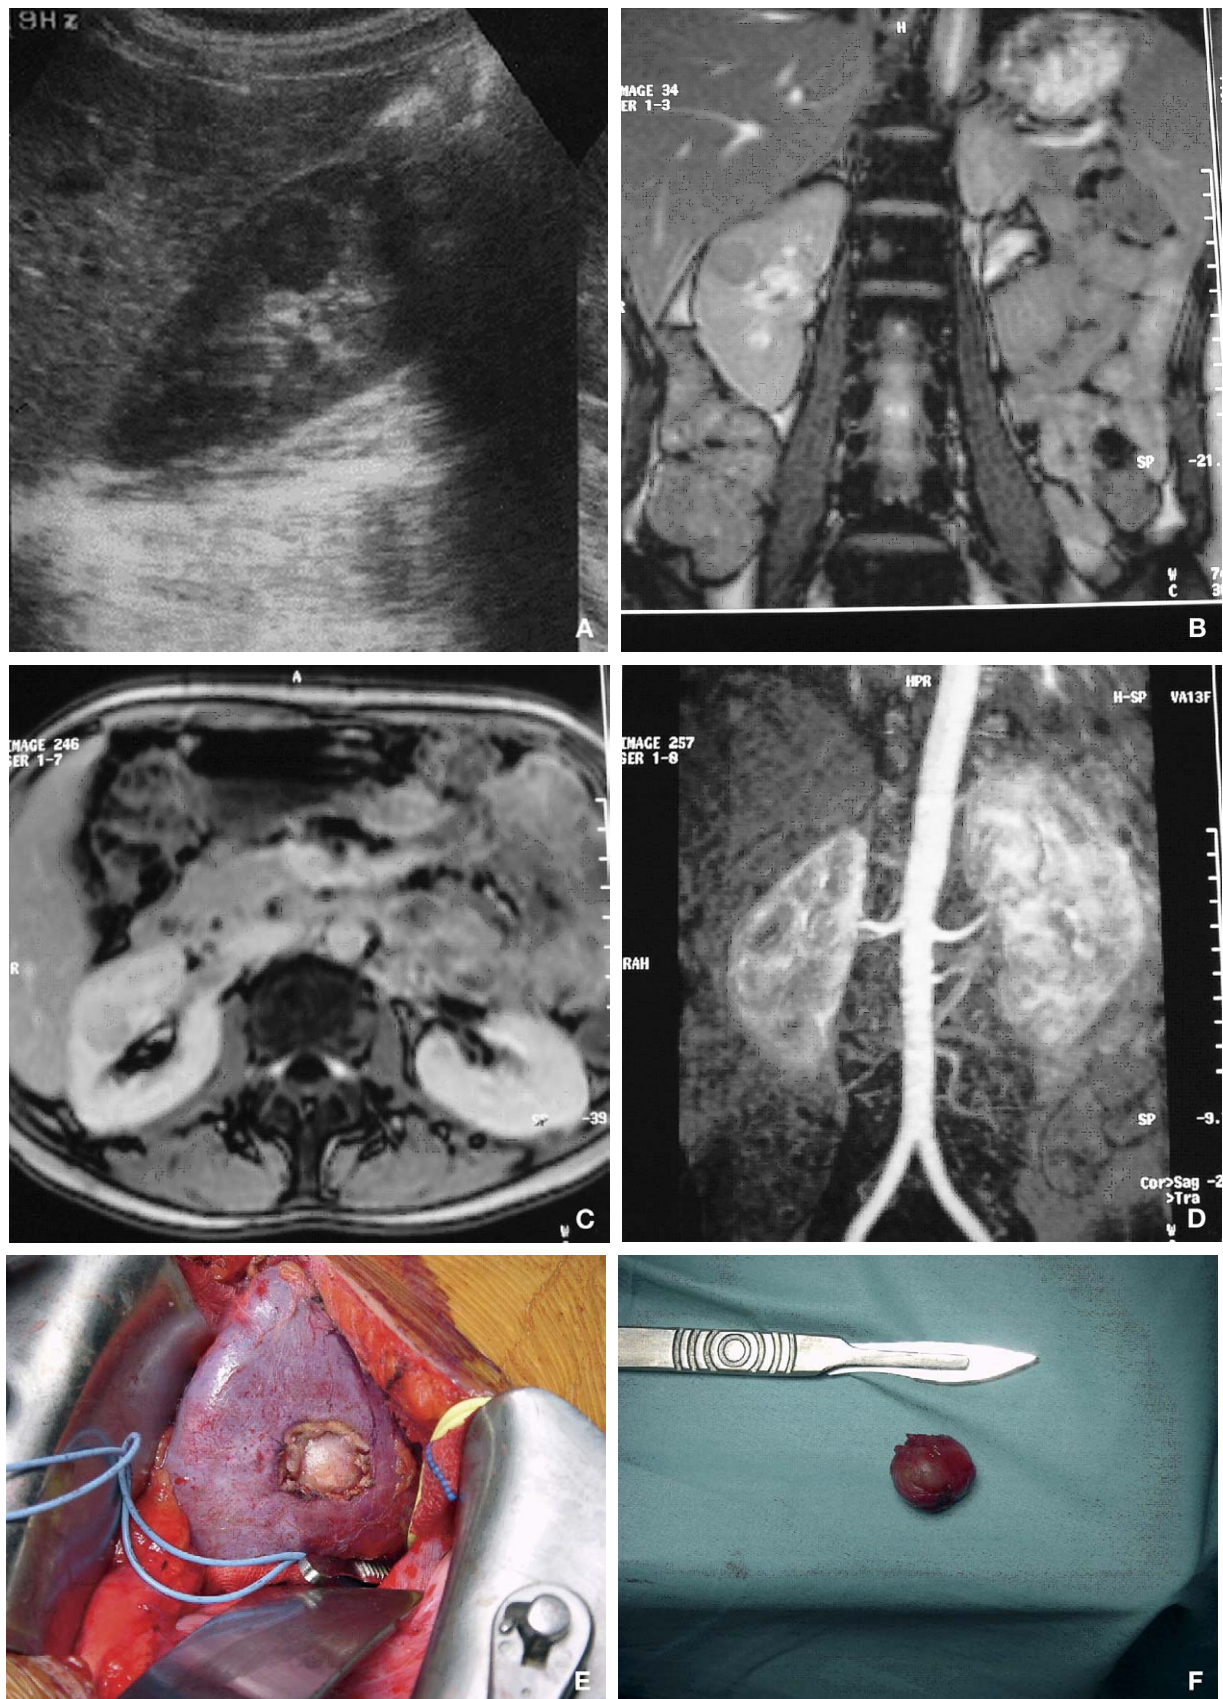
Aspect échographique (A), IRM (B,C) et angio (D) de la tumeur. Tumorectomie (E) et aspect macroscopique (F).
